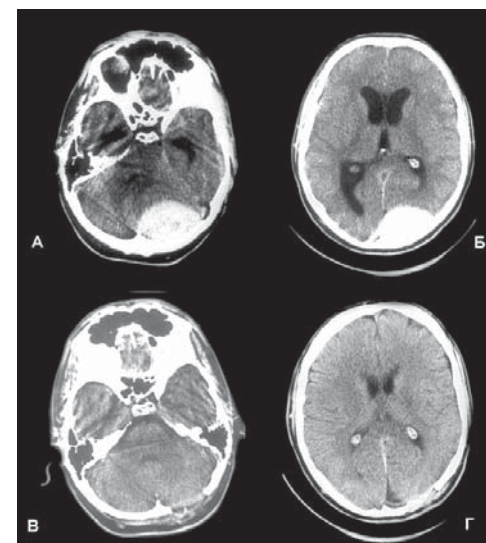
Подострая эпидуральная гематома задней черепной ямки с супратенториальным распространением. КТ: А, Б – до операции, линзообразная гиперденсивная зона гомогенной структуры с чёткими контурами, примыкающая к чешуе затылочной кости слева, сдавление и смещение IV желудочка (А), окклюзионная гидроцефалия с расширением III и боковых желудочков (Б); В, Г – через 10 суток после удаления гематомы, полное расправление ранее сдавленного левого полушария мозжечка и визуализация IV желудочка (В), регресс окклюзионной гидроцефалии (Г); клиническое выздоровление.
